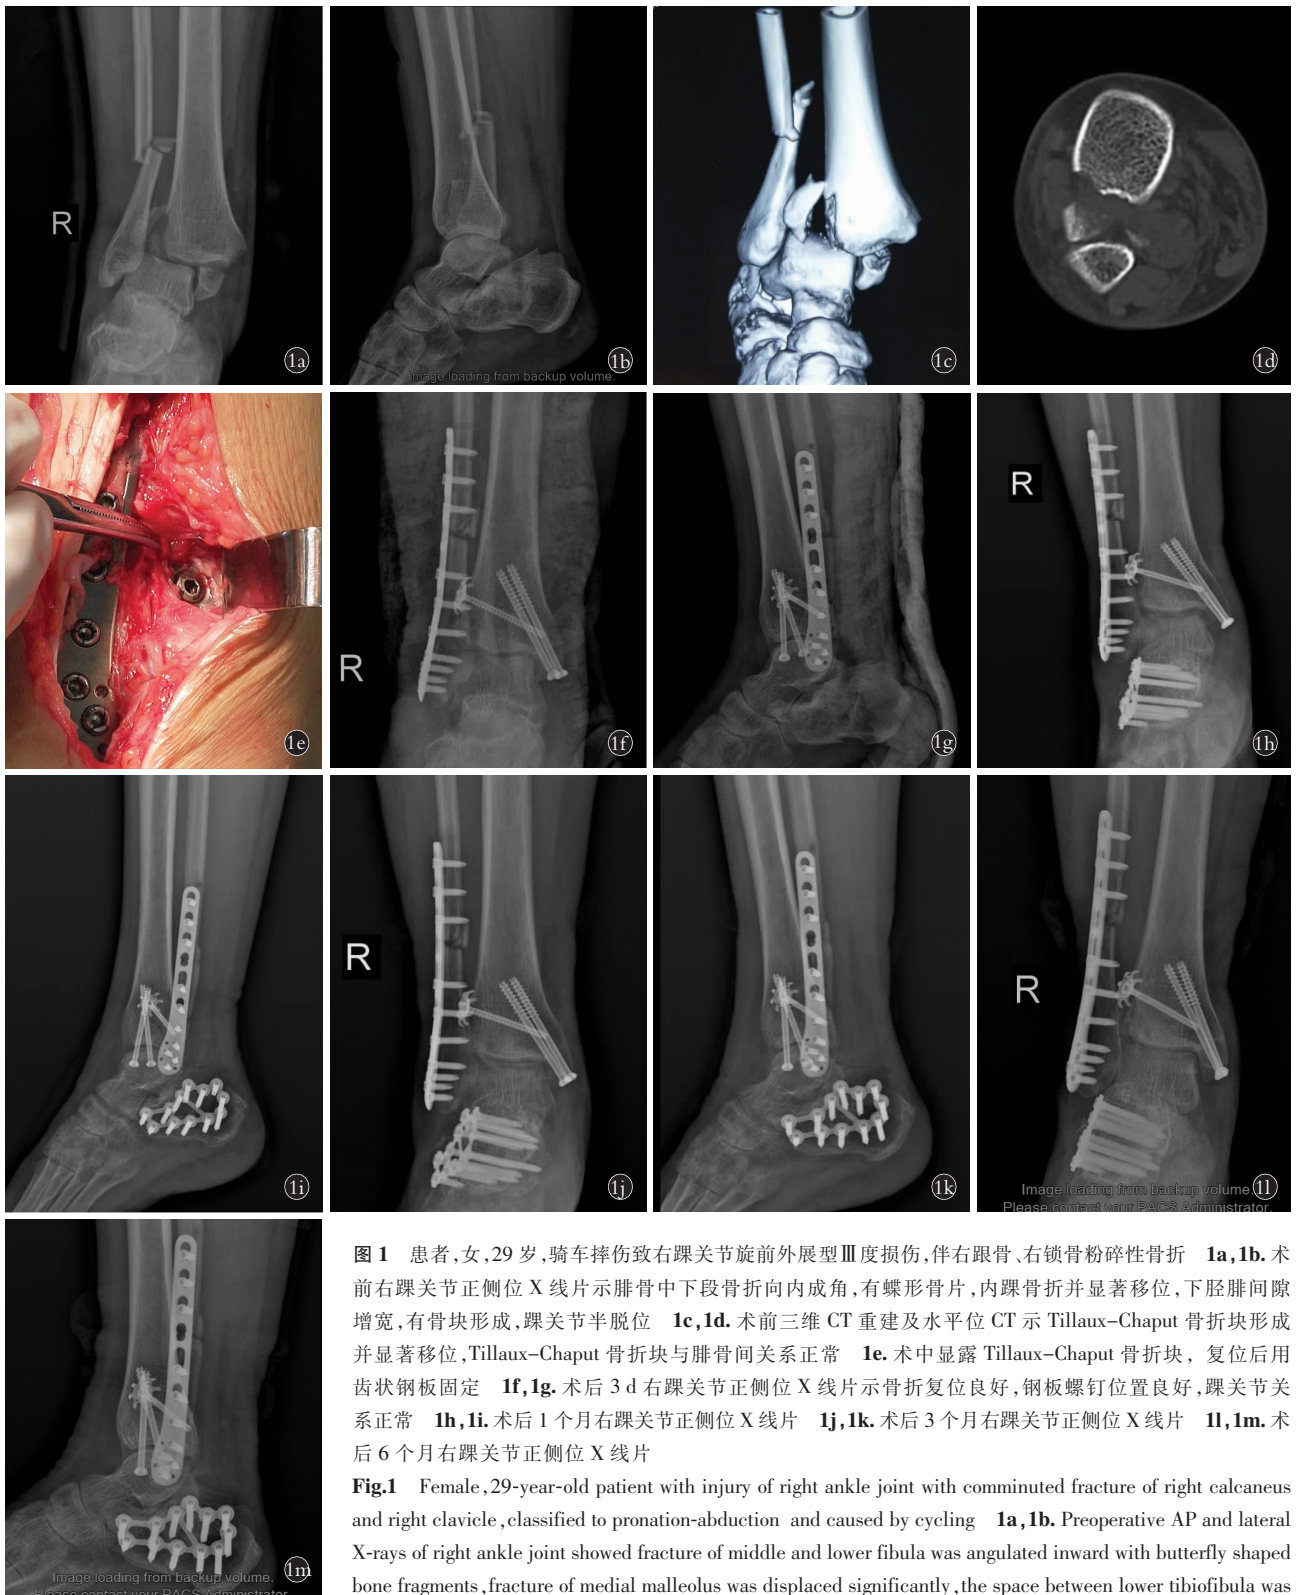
患者,女,29 岁,骑车摔伤致右踝关节旋前外展型Ⅲ度损伤,伴右跟骨、右锁骨粉碎性骨折 1a,1b。术前右踝关节正侧位 X 线片示腓骨中下段骨折向内成角,有蝶形骨片,内踝骨折并显著移位,下胫腓间隙增宽,有骨块形成,踝关节半脱位 1c,1d。术前三维 CT 重建及水平位 CT 示 Tillaux-Chaput 骨折块形成并显著移位,Tillaux-Chaput 骨折块与腓骨间关系正常 1e。术中显露 Tillaux-Chaput 骨折块,复位后用齿状钢板固定 1f,1g。术后 3 d 右踝关节正侧位 X 线片示骨折复位良好,钢板螺钉位置良好,踝关节关系正常 1h,1i。术后 1 个月右踝关节正侧位 X 线片 1j,1k。术后 3 个月右踝关节正侧位 X 线片 1l,1m。术后 6 个月右踝关节正侧位 X 线片
